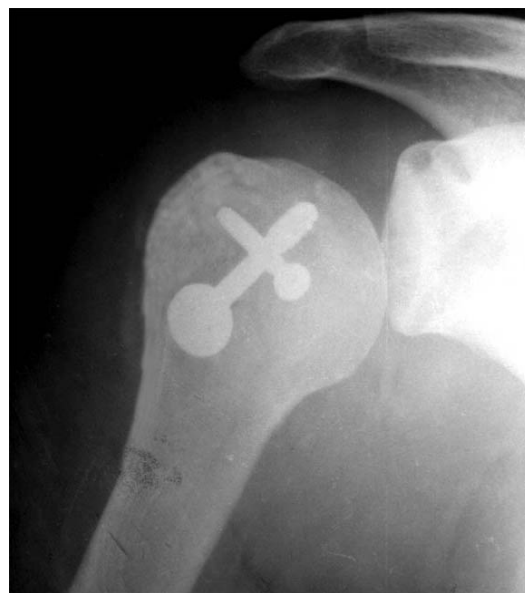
Фотоотпечаток с рентгенограммы правого плечевого сустава больной Г. 68 лет И/Б №62122 через год после операции, передне-задняя проекция.
